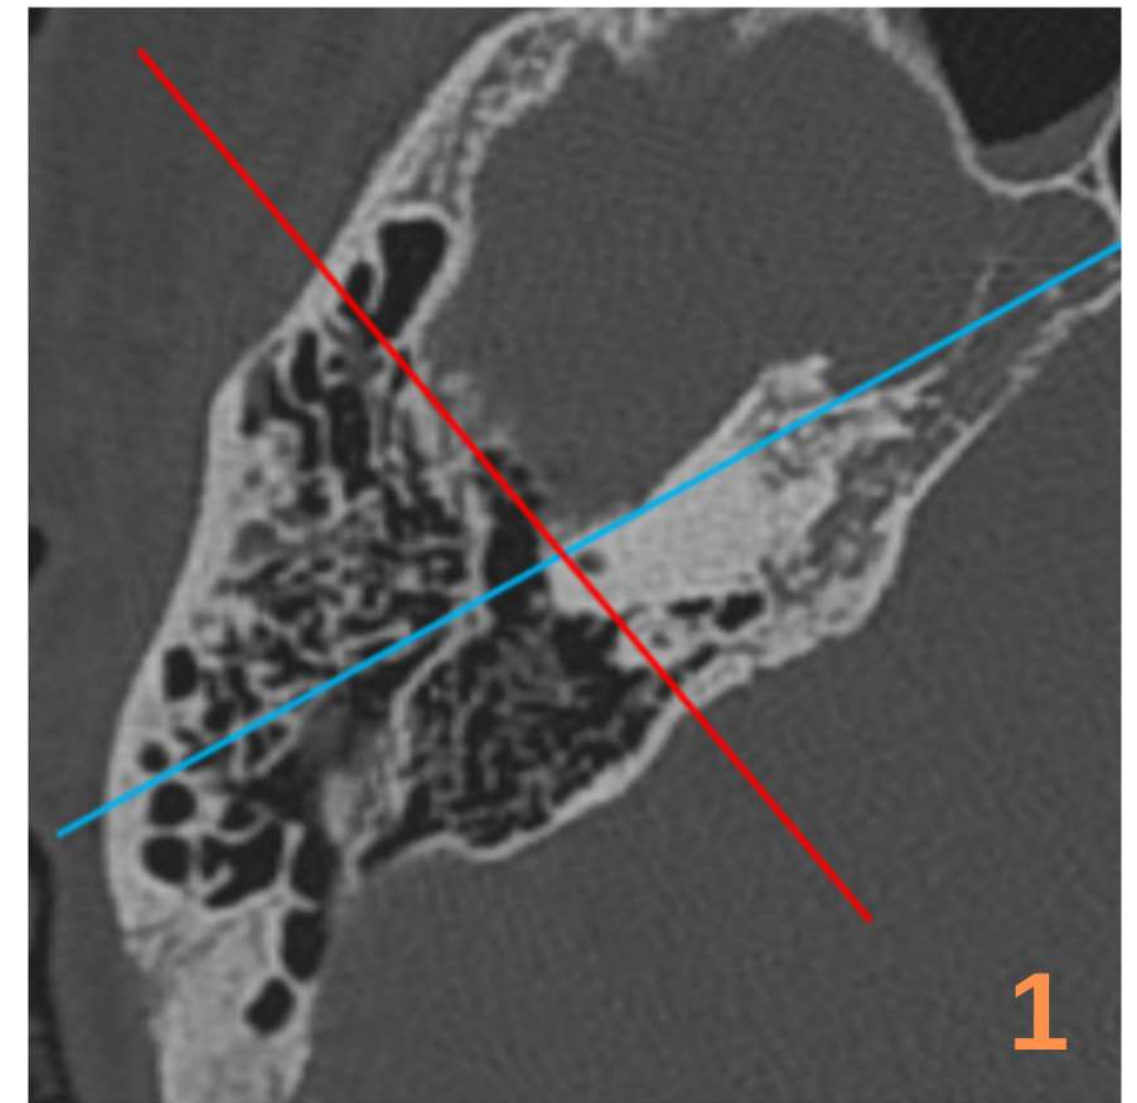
Imagen axial de TC sobre el que se obtienen las proyecciones de Stenvers (línea azul) y de Pöschl (línea roja).
